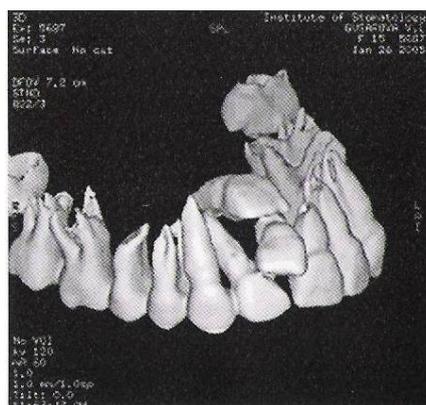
Трехмерная дентальная компьютерная томограмма пациента 15 лет.
